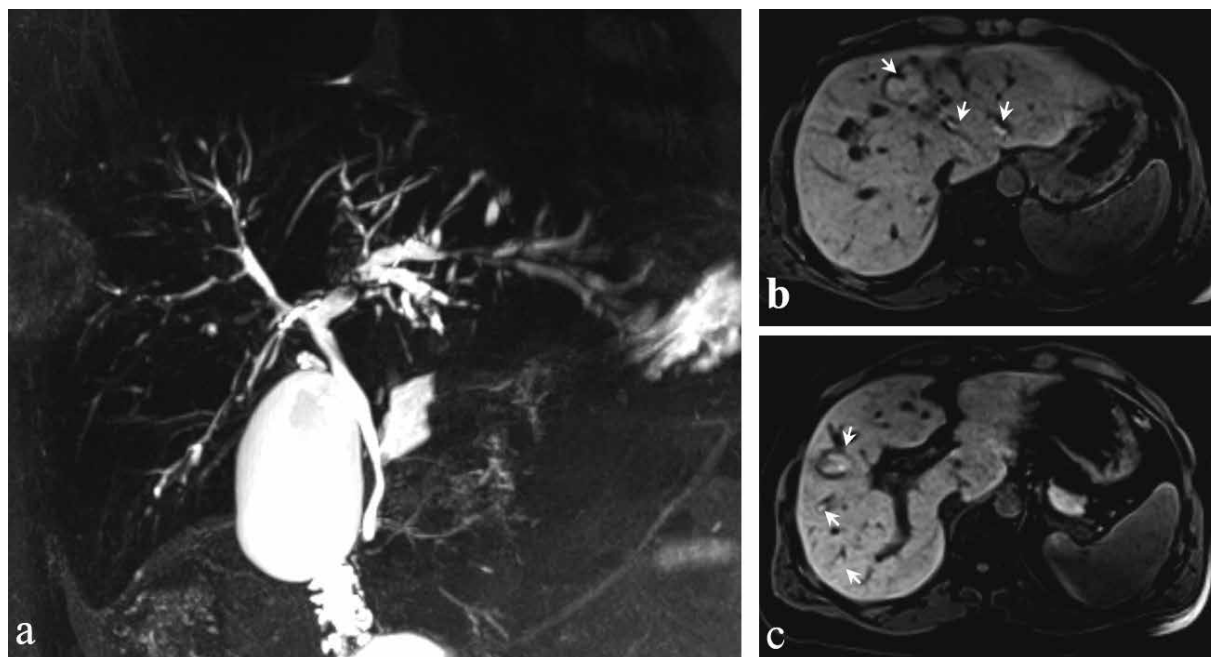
MRI of the abdominal cavity from December 7, 2022. Magnetic resonance cholangiopancreatography (a) shows that the intrahepatic bile ducts in both lobes of the liver are moderately unevenly focally lenticularly dilated, have multiple multilevel defects in filling the lumen, which on native T1-weighted VIBE images correspond to T1-hyperintense (b, c — native T1-weighted VIBE images, axial projection) inclusions (arrows) — mucin clots or pigmented cholangioliths
